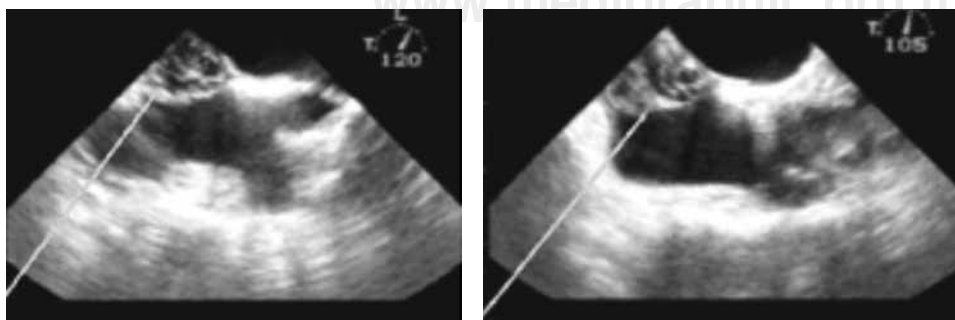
Ecocardiograma transesofágico que muestra quiste equinocócico en el septum interatrial. (flecha).^{30,65}
